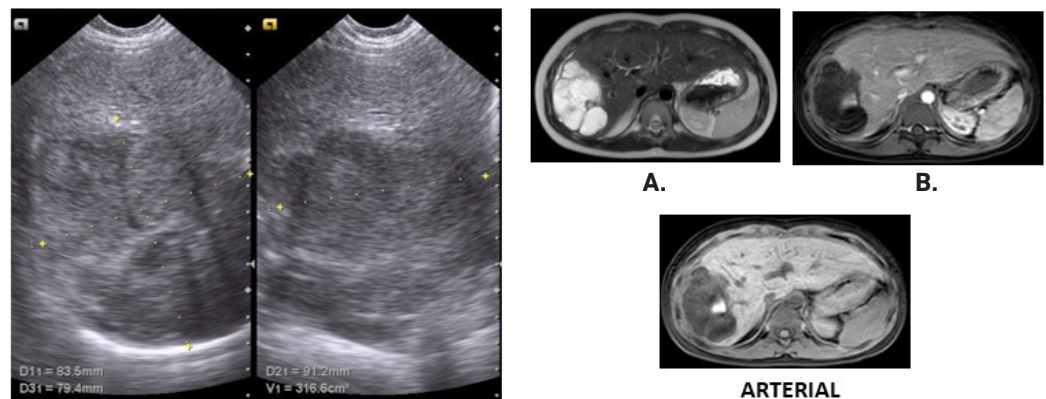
A. Ecografía abdominal. Se observa lesión focal hepática en los segmentos VI y VII, heterogénea, de contornos irregulares, sin flujo al Doppler color, 9 cm de diámetro mayor. Opinión: lesión probablemente sólida, de características inespecíficas en ultrasonido. B. Resonancia de abdomen contrastada. Imágenes en el plano axial en donde se observa lesión focal que compromete el aspecto lateral del lóbulo hepático derecho, mide 9 cm de diámetro mayor, es hiperintensa en T2 por componente de aspecto quístico, multiloculado (estrella). La mayor parte de esta lesión es hipointensa en T1; sin embargo, se observa una zona hiperintensa, por probable componente hemorrágico (flecha) y con el contraste existe realce lineal periférico y septos, sin evidencia de componente sólido.
